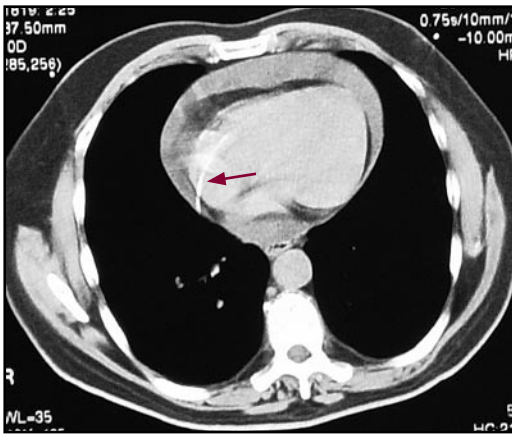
TAC torácico que demuestra la presencia de un derrame pericárdico hemorrágico debido a perforación auricular por un catéter venoso (Drum®) (flecha).
